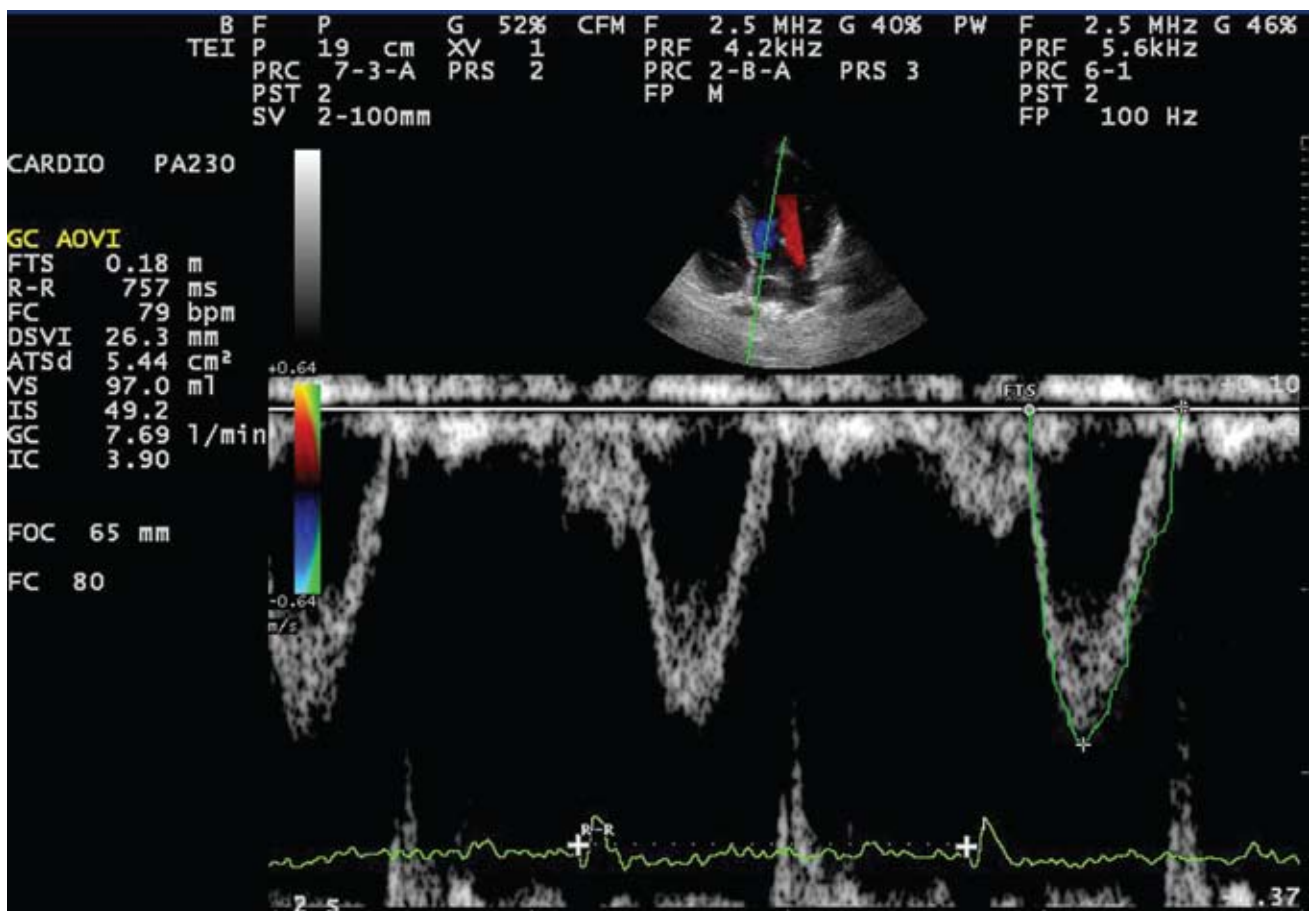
Doppler pulsado del tracto de salida del ventrículo izquierdo que estima la integral de velocidades para el cálculo del volumen sistólico e índice cardíaco.
